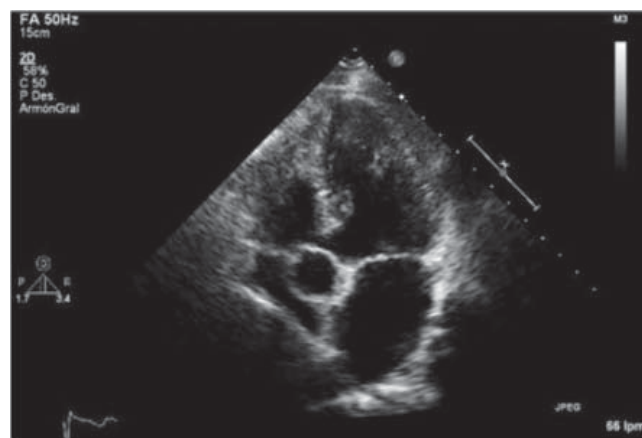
Ecocardiograma transtorácico en el cual es evidente el colapso casi total de la aurícula derecha por una masa extrínseca.
